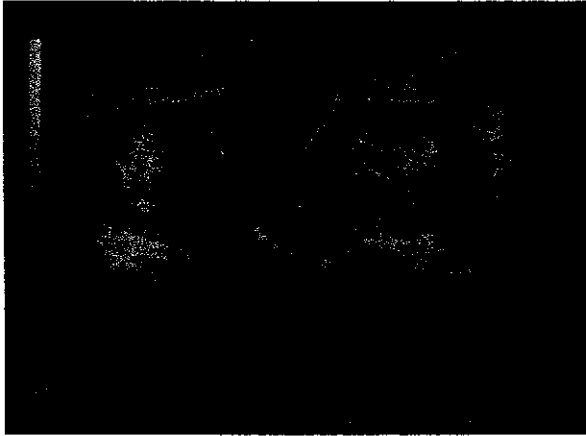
Ecografía pélvica en cortes longitudinales y transversales de una paciente de 24 años, con amenorrea de 24 semanas y sangrado transvaginal. HCG 144,539 mIU/ml. Masa heterogénea en la uterina. Con reporte histopatológico de coriocarcinoma.
